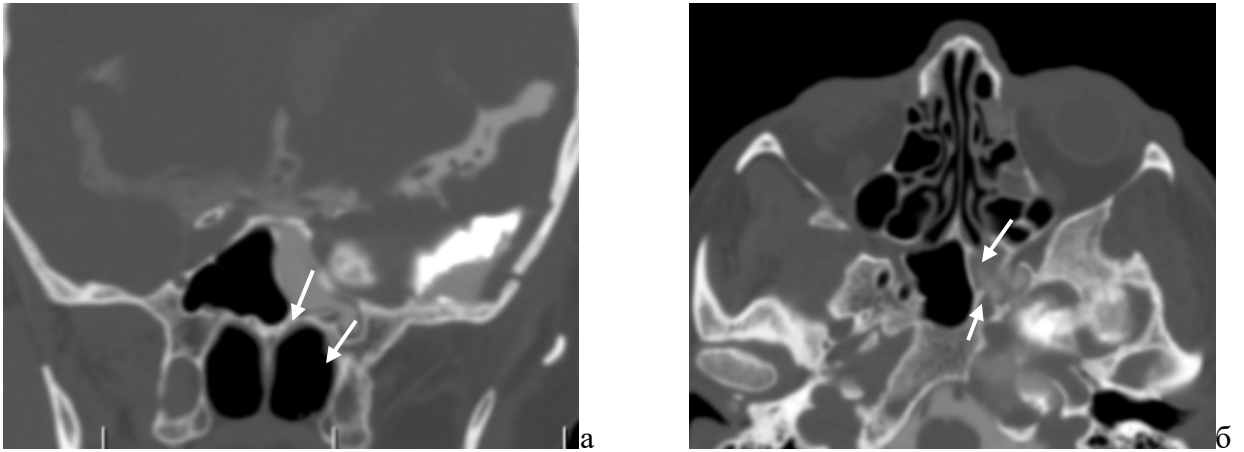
КТ-цистернография: а - фронтальная проекция; б - аксиальная проекция, множественные дефекты боковой стенки левой клиновидной пазухи (указаны стрелками)
